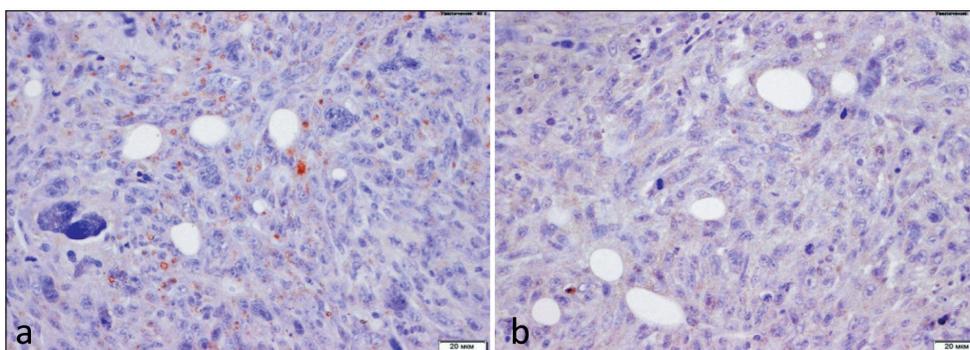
Экспрессия PSMA в клетках опухоли предстательной железы TRAMP-C2 у мышей C57Bl/6j: а – при окраске кроличьими антителами к PSMA выявляется слабая цитоплазматическая реакция, $\times 400$;
